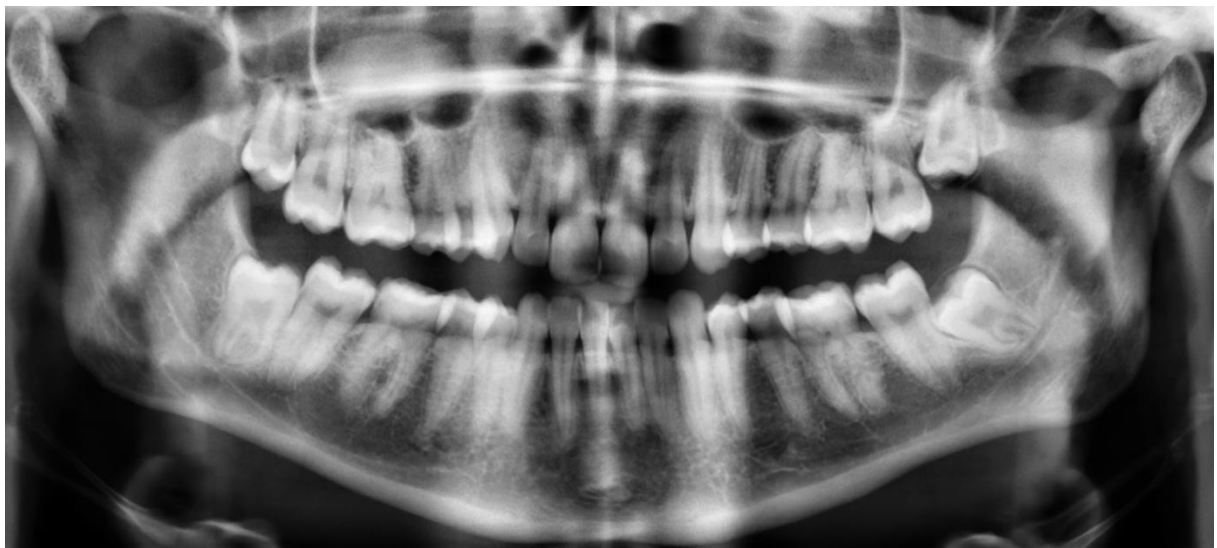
Ортопантомограма до лікування. Діагноз: генералізований пародонтит, I ступінь, хронічний перебіг. Симптоматичний катаральний гінгівіт
